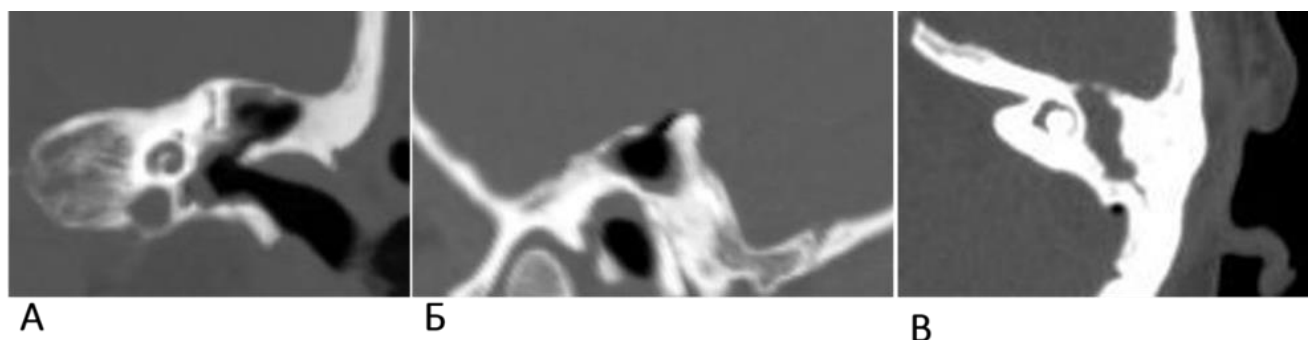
КТ височных костей пациентки К., 38 лет. Диагноз: хронический эптитимпанит слева, менингоэнцефалит, абсцесс левой височной доли головного мозга. На коронарной (А), сагиттальной (Б) и аксиальной (В) проекциях определяется обширная полость деструкции в аттико-антральной зоне, костная ткань в области верхней грани пирамиды истончена (А, Б), деструкция кости в среднюю черепную ямку (Б), воздух в эпидуральном пространстве (В)
